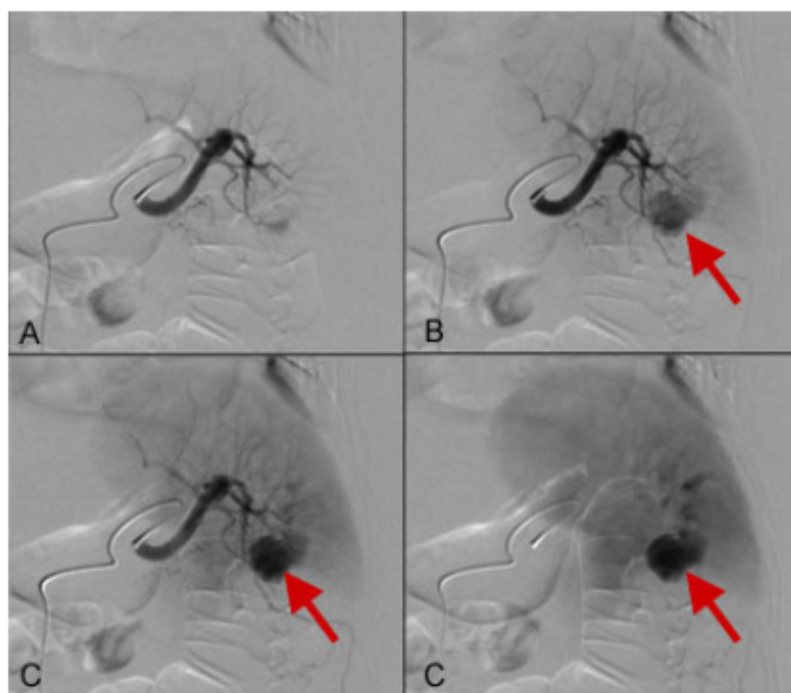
CT-Angiographie zeigt ein Pseudoaneurysma (Pfeil), welches anhand eines Mikrokatheters aufgesucht wird. Abb. aus <http://www.swissintervention.ch/index.php?page=04-2009>
